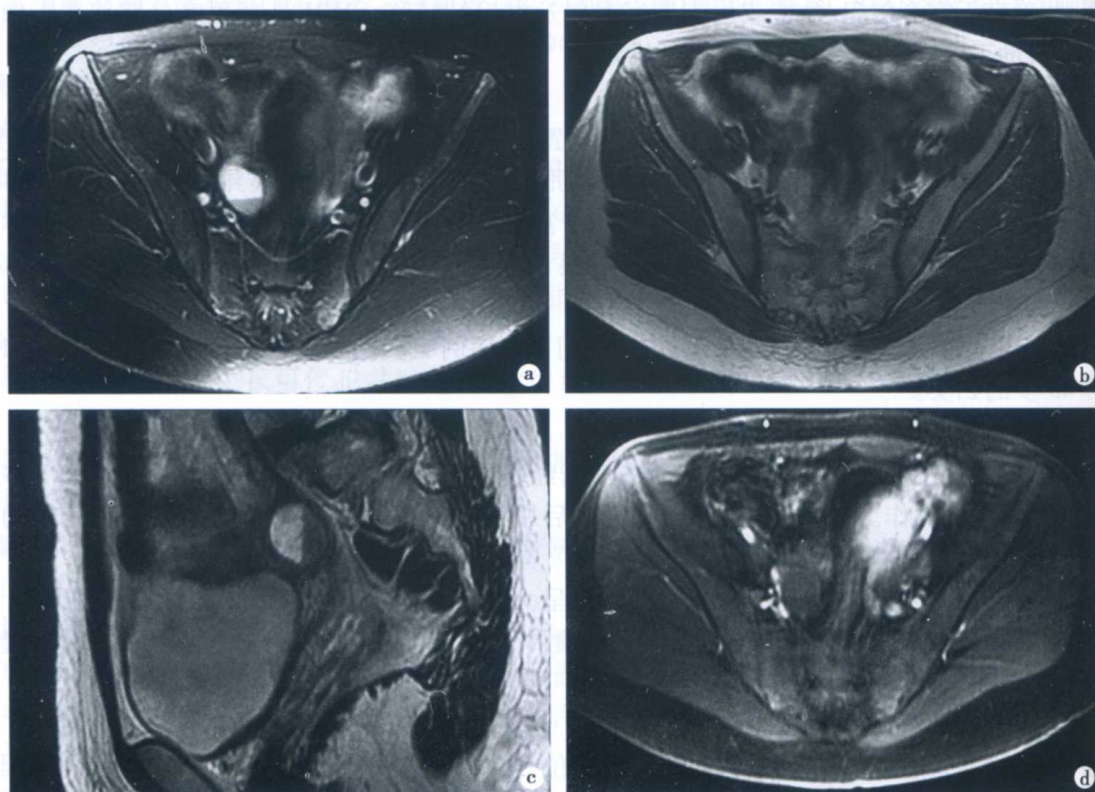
子宫内膜异位囊肿(巧克力囊肿)的 MRI 表现
